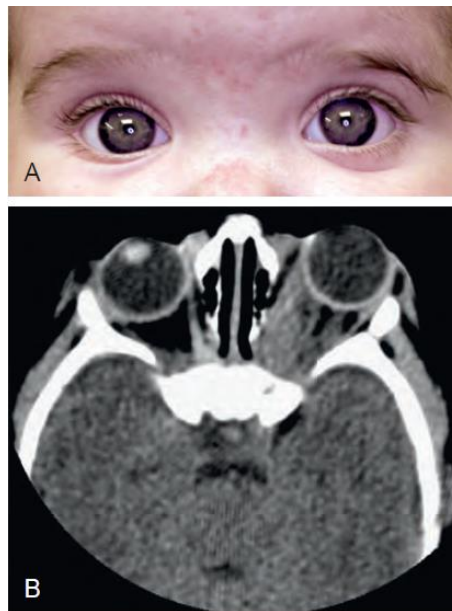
Orbital hemangioma. A, Note the proptosis. B, CT scan.
